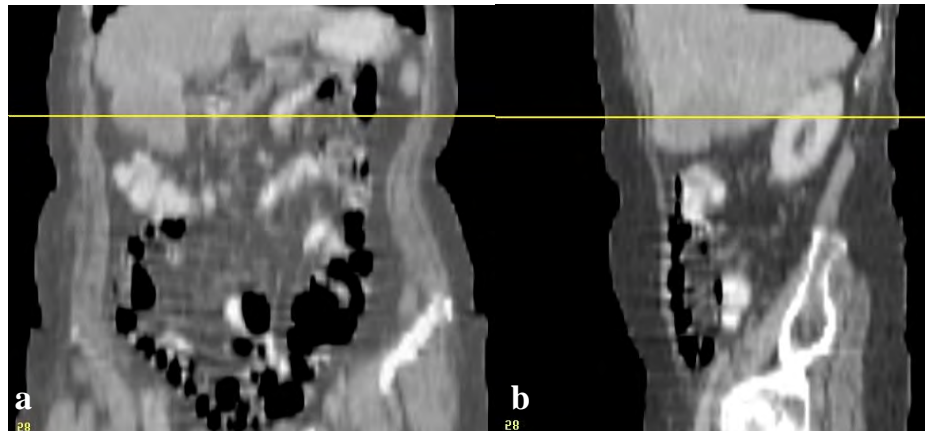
a) CT postcontrast – reformatare standard (cu index de 2 mm) în plan coronal (metastază segment 5); b) CT postcontrast – reformatare standard în plan sagital (metastază segment 5);
